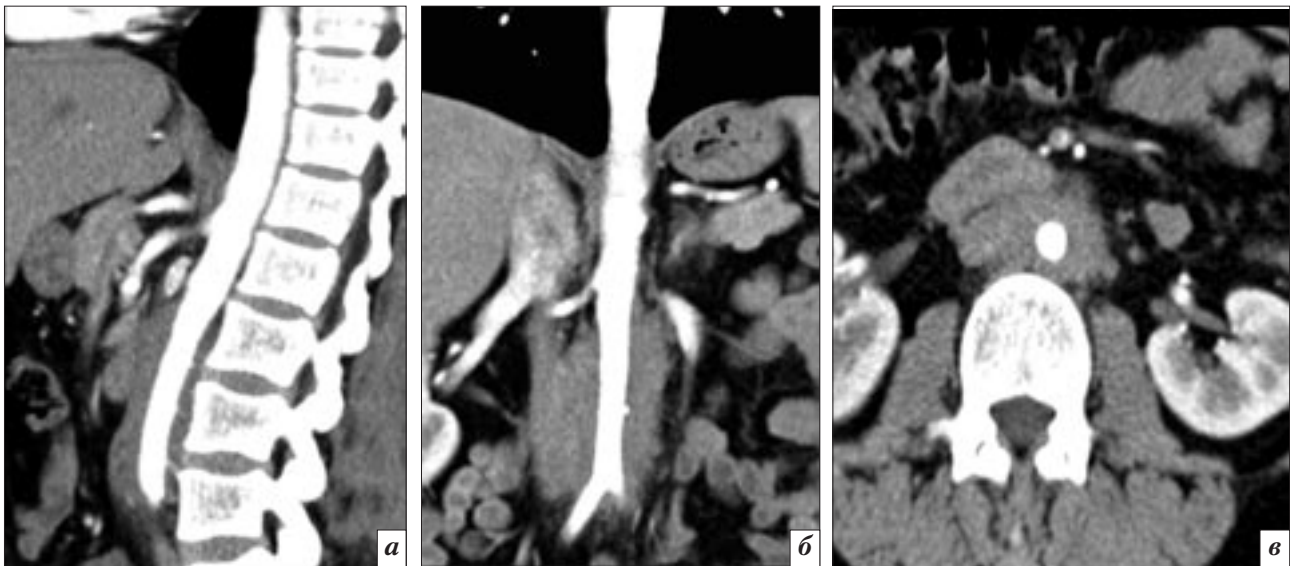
МСКТ брюшного отдела аорты больной Б., 38 л. Сагитальная проекция (а), фронтальная проекция (б), аксиальная проекция (в). Муфтообразное окутывание аорты образованием мягкой тканной плотности, с неровными четкими контурами.
